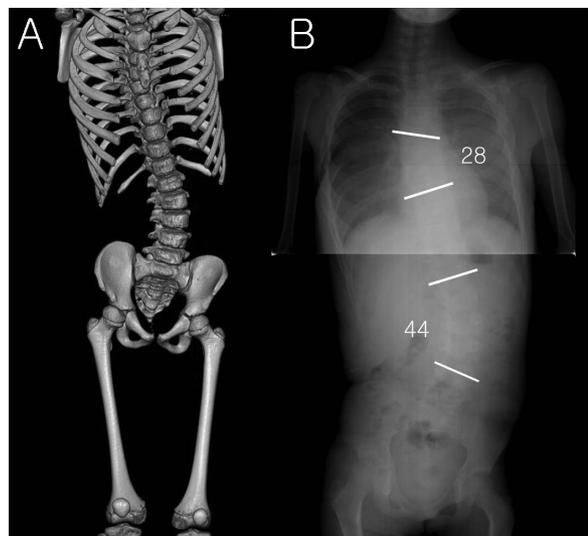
A 3-dimensional CT of spine (A) and a whole spine anterior-posterior view of the spine (B) show right thoracic scoliosis, left lumbar spinal scoliosis, left vertebral body rotation and pelvic obliquity.
